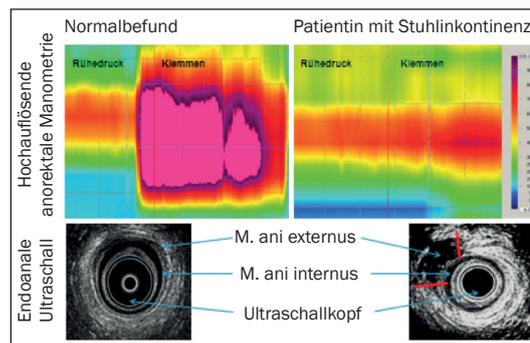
Hochauflösende anorektale Manometrie und anorektale Endosonographie. Links der Befund eines gesunden Probanden; rechts der Befund einer Patientin mit Stuhlinkontinenz, St. n. vaginaler Geburt mit Riss des M. sphinkter ani externus.
